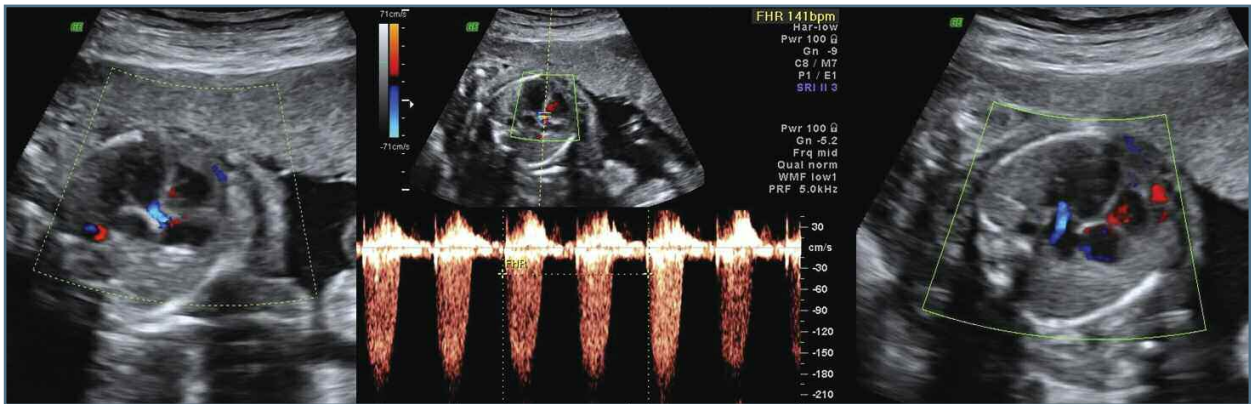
Ecocardiografia fetal às 26 semanas: Estenose aórtica grave (velocidade 180 cm/s), dilatação ventricular esquerda e regurgitação mitral
